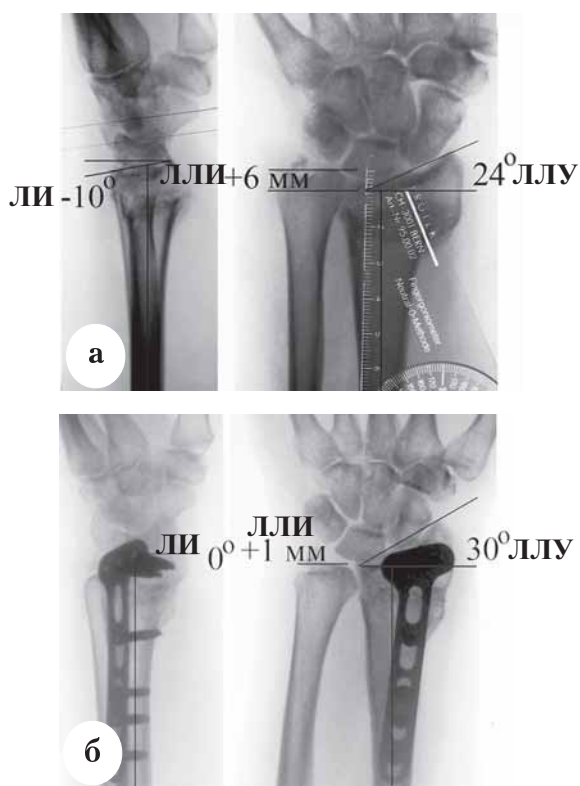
Рентгенограммы кистевого сустава больной Д., 42 лет: а – до операции; б – через 1 год после операции
